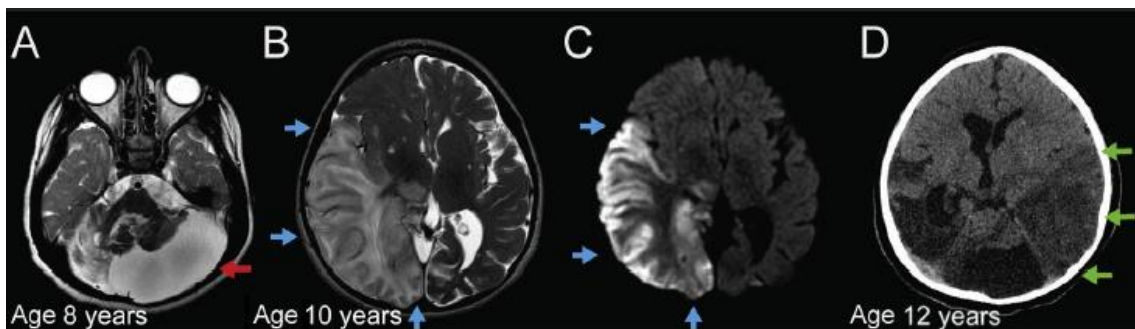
Imagen A: RMN en T2 que muestra atrofia cerebelosa crónica, no afectación supratentorial. B: RMN en T2 en el primer episodio, muestra ictus masivo temporo-parieto-occipital llegando a regiones talámicas (flechas azules). C: RMN en secuencia de difusión del mismo episodio. D: Tomografía computarizada (TC) durante el segundo episodio, a los 12 años. Ictus extenso en el hemisferio derecho, zona parieto-occipital (flechas verdes). Se aprecian lesiones residuales del primer ACV.
